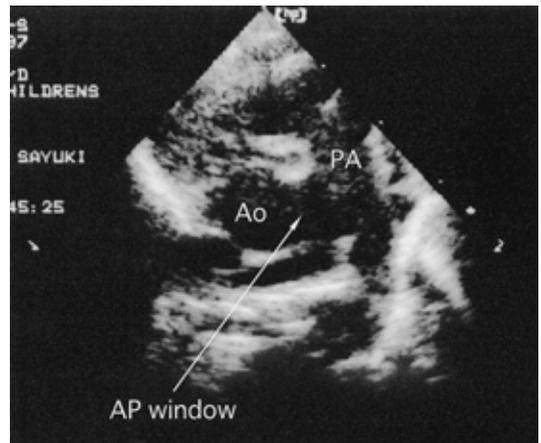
断層心エコー図: 全欠損型の A-P window を認める.
